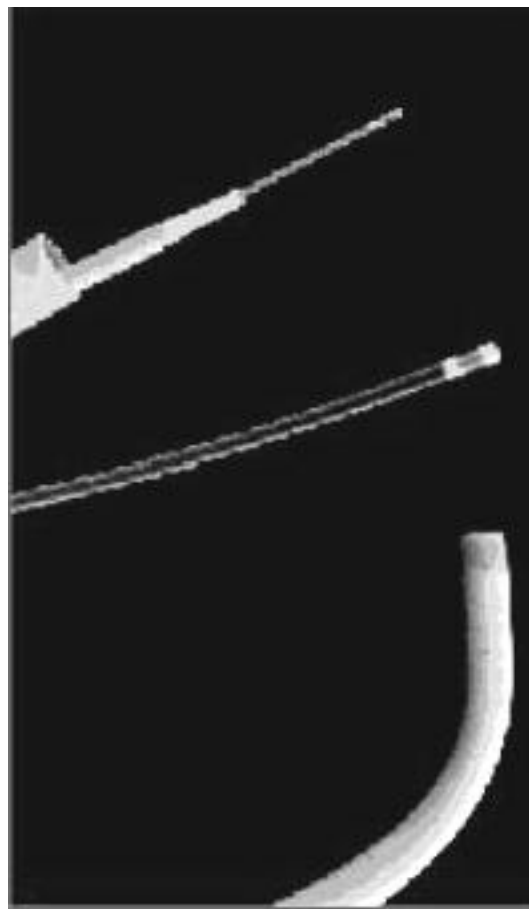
Tipos de cateter para medição de fluxo com Doppler. No topo, cateter angiográfico de 6 French. No meio, cateter French Tracker (Target Therapeutics) para medida de gradiente de pressão. Abaixo, Doppler Flowire® de 0,014 polegada (Cardiometrics, Inc.; Mountain View, CA, EUA), acoplado a um cateter de ultra-som intracoronário de 2,9 French (CVIS, Palo Alto, CA, EUA), com cateter-guia de 8 French (escala de 1 mm).
